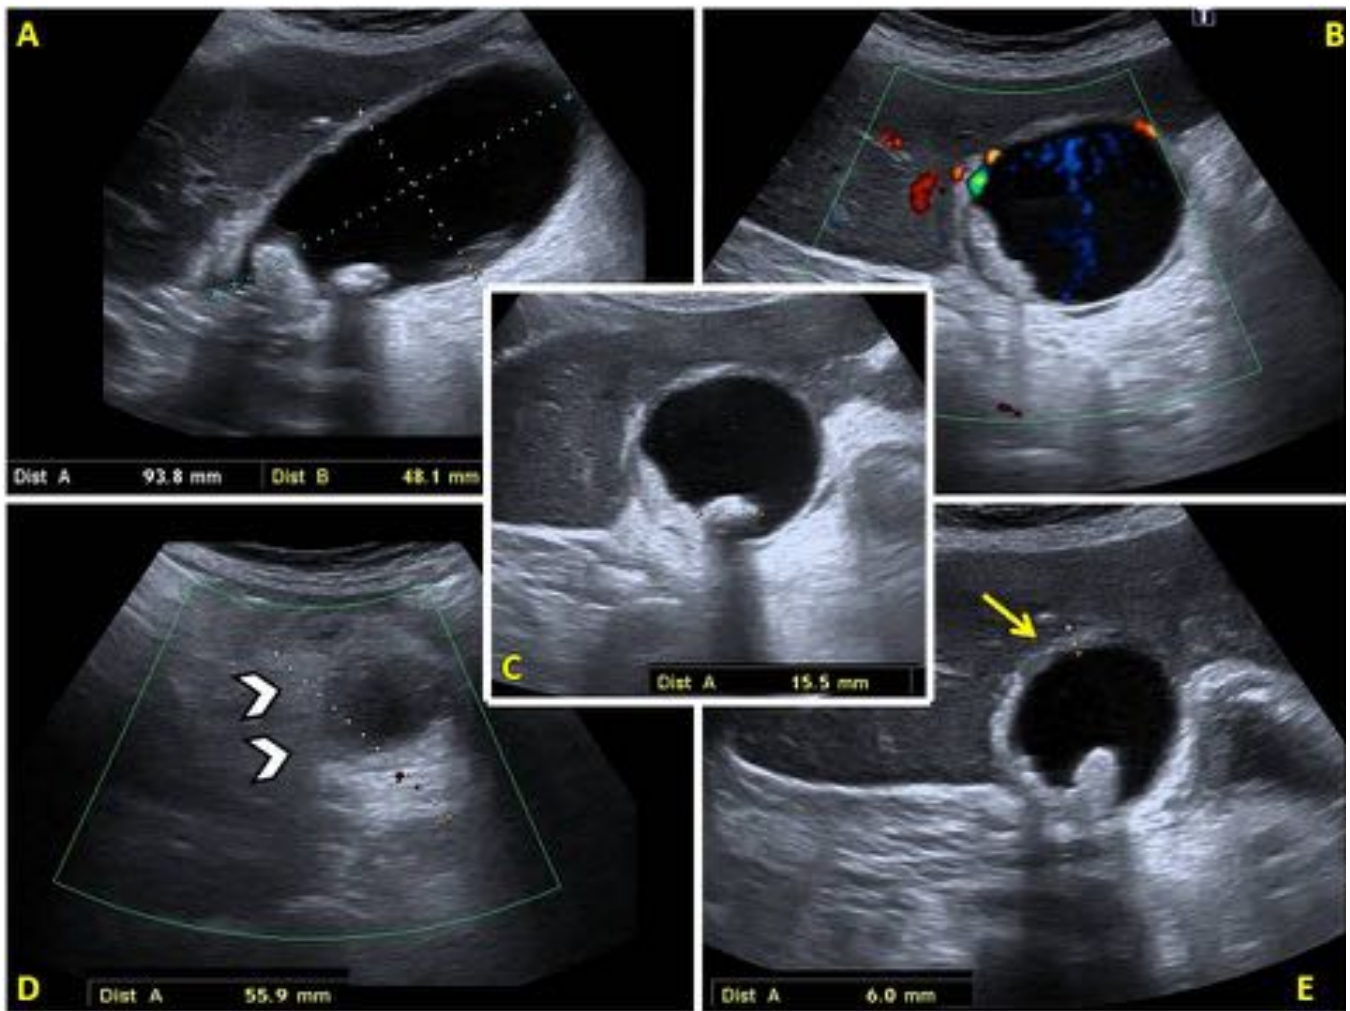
Hallazgos ecográficos más comunes en el diagnóstico de colecistitis aguda: (A): Distensión vesicular de paredes convexas y diámetro transversal superior a 4 cm. (B): Aumento de vascularización en cuerpo y fundus en modo Doppler. (C): Colelitiasis en vesícula distendida. (D): Hiperecogenicidad de la grasa perivesicular (cabezas de flecha). (E): Engrosamiento parietal superior a 4 mm.
